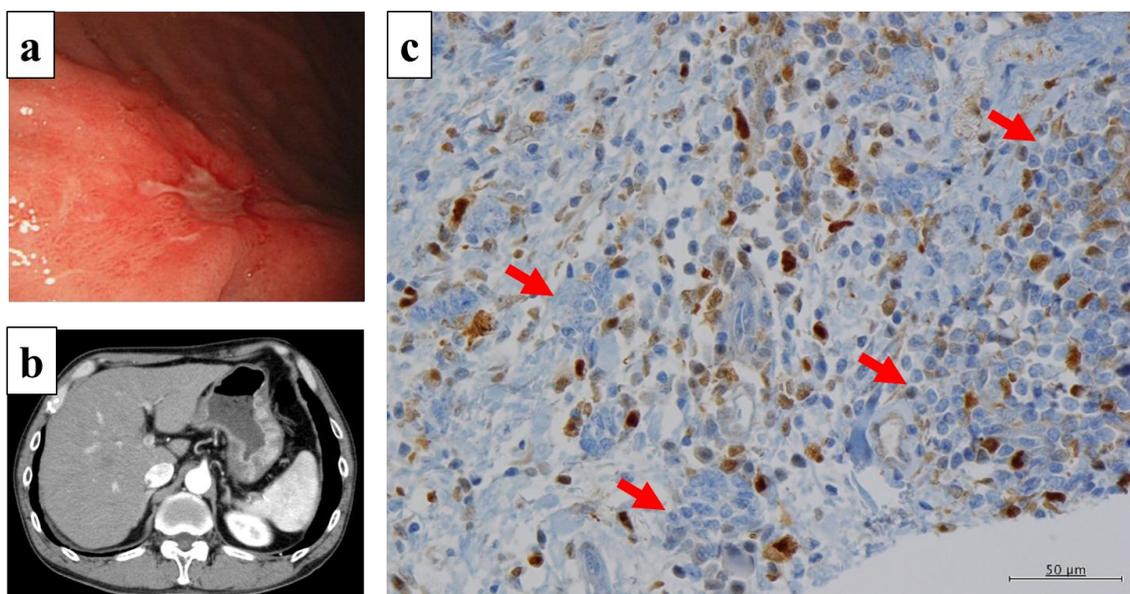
もっとも血清TP値が高い症例の内視鏡画像(a)、CT画像(b)、免疫組織学的TP染色(c)
